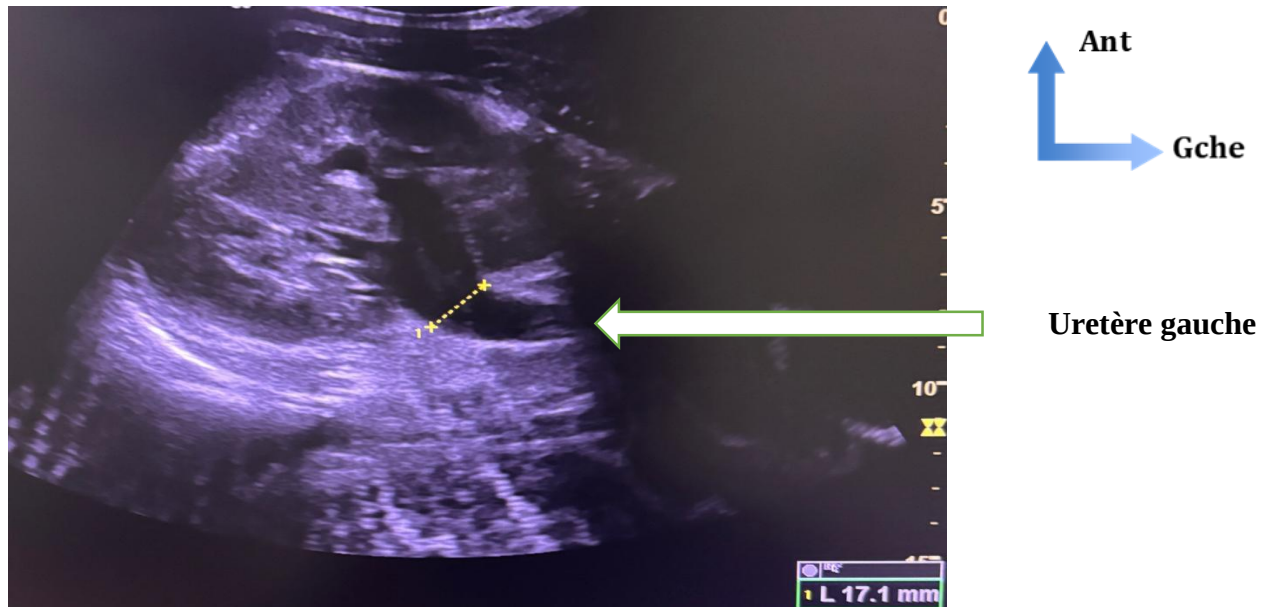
Image échographique d'une urétéro-hydronéphrose modérée gauche sans obstacle bas situé visible
